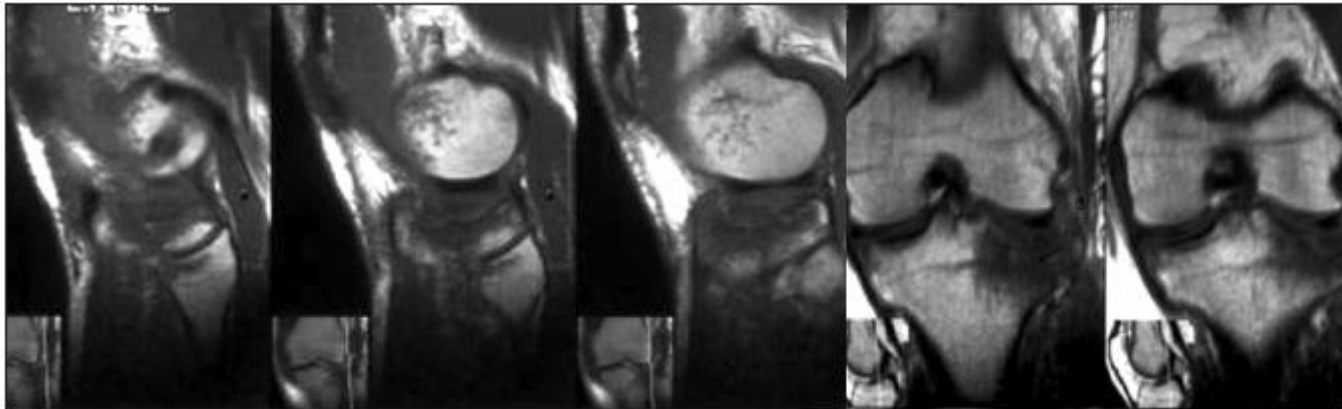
МРТ коленного сустава больного Д. (значительная импрессия наружного мыщелка большеберцовой кости, прямая и боковая проекции)
